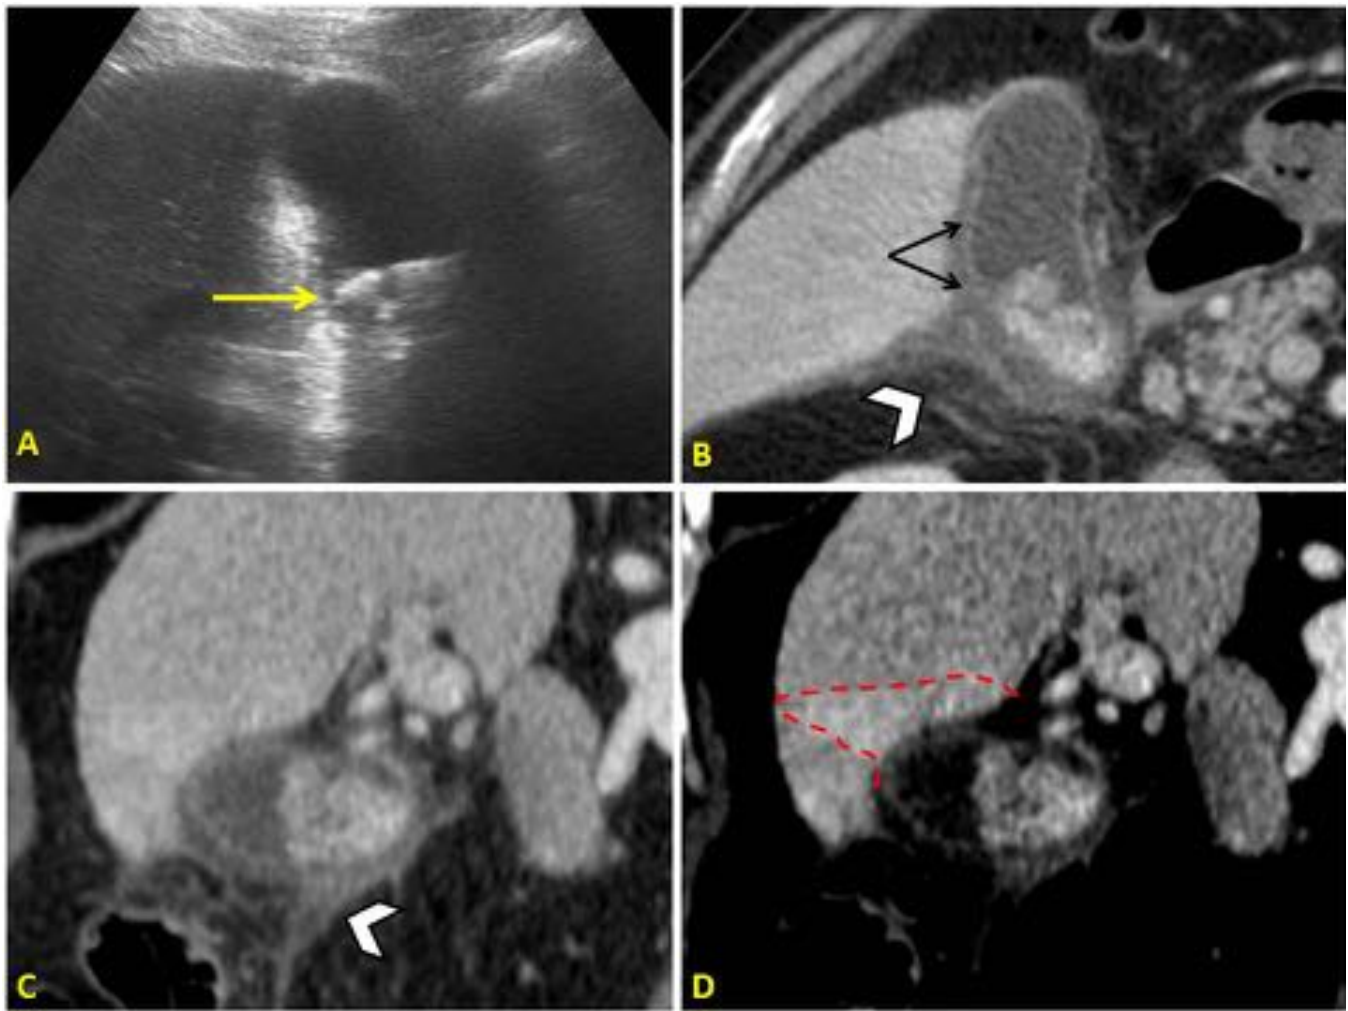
Varón de 74 años. (A) Ecografía inicial con colelitiasis y distensión de la vesícula, siendo el resto de hallazgos poco valorables. El TC complementario en fase portal en plano axial (B) y coronal en ventana de partes blandas (C) e hígado (D), muestran la colelitiasis (flecha amarilla), edema de pared (doble flecha) e inflamación de la grasa perivesicular (punta de flecha). Discreto hiperrealce del parénquima hepático adyacente (línea de puntos). La pieza quirúrgica reveló CA no complicada.
